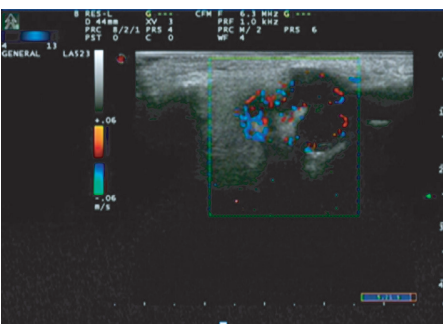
术后7个月超声检查示原肿块位置见实性团块,形态欠规则;CDFI于肿块内探及丰富血流信号,周边见低回声结节
